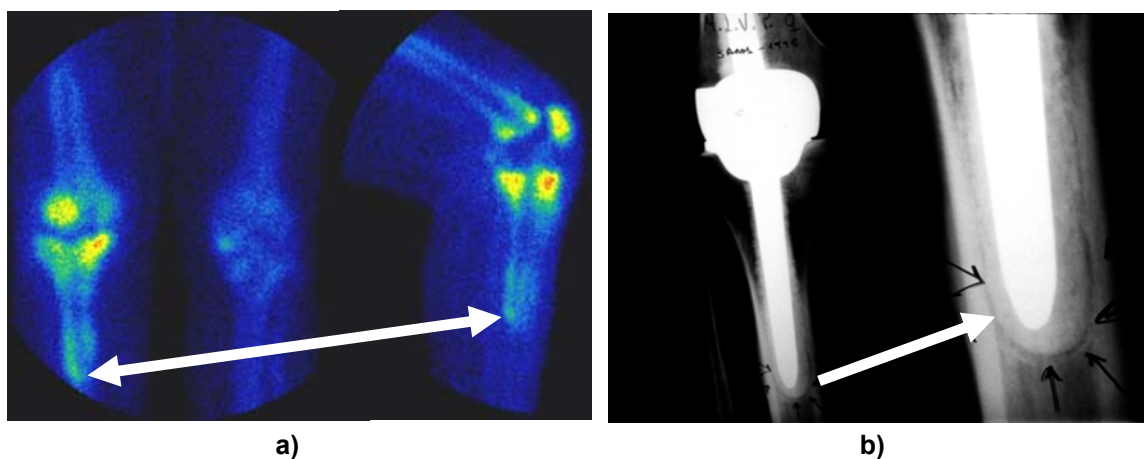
a) Cintigrafia em torno da prótese e haste [131]; b) Radiografia Antero–Posterior [131].
